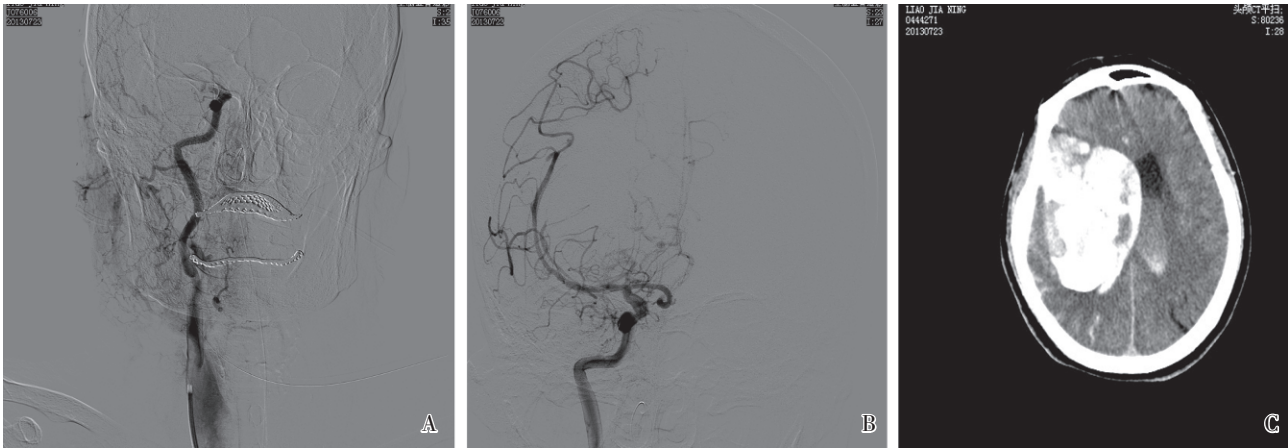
碎栓组 1 例右侧颈内动脉闭塞患者的 DSA 和 CT 影像
